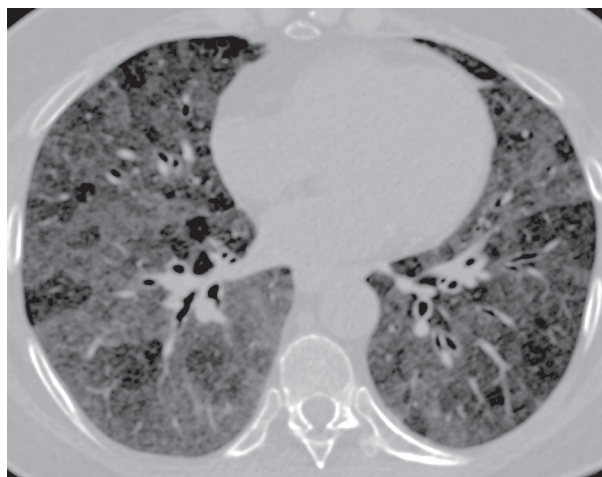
Pneumonita de hipersensibilitate acută* la o femeie de 63 ani cu un istoric recent de dispnee marcată, tuse seacă, febră și mialgii. Radiografia la debut are un aspect cvasinormal. Aspectul HRCT este dominat de opacități în sticlă mată cu distribuție mozaică. LBA atesta 50% limfocite, iar testele funcționale - un sindrom restrictiv cu FVC 67%, FEV1 – 74%, FEV1/FVC – 92, RV- 132%, TLC – 89%, DLCO – 48%.
